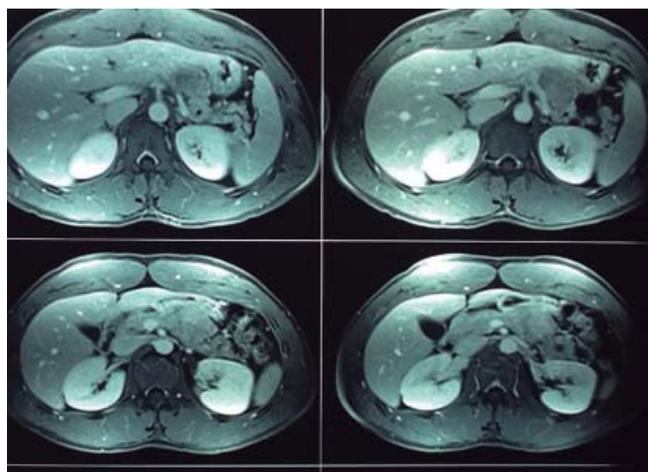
Resonancia magnética (RM) de abdomen.
